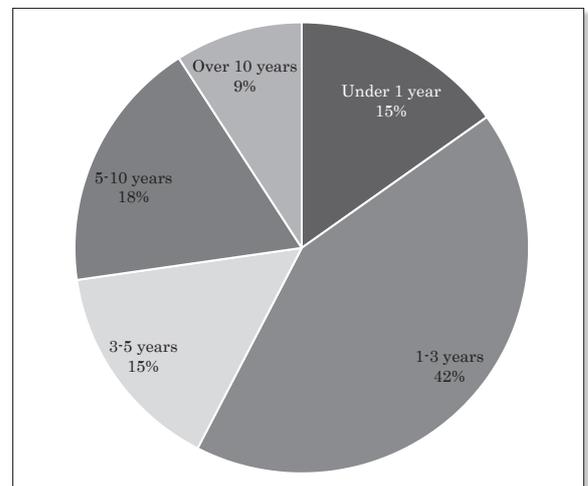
Years of experience of radiography
